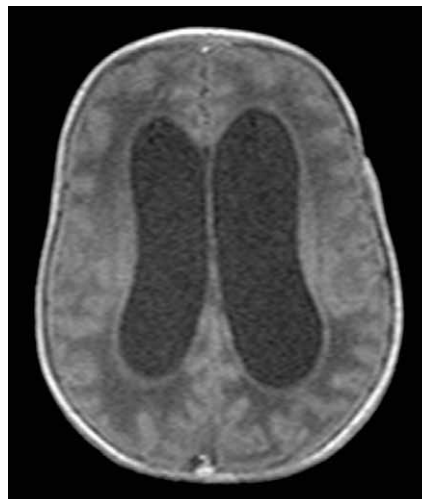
CT cerebral – hemoragie IV grad IV
